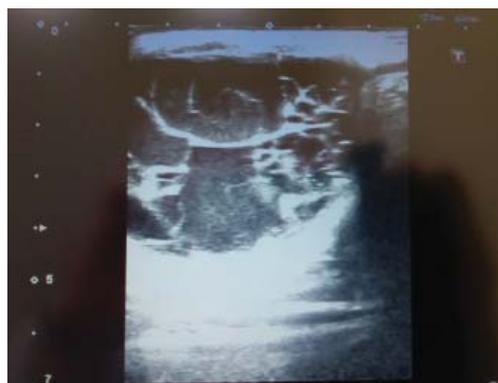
УЗИ органов мошонки. Жидкостное образование в проекции левого придатка яичка
